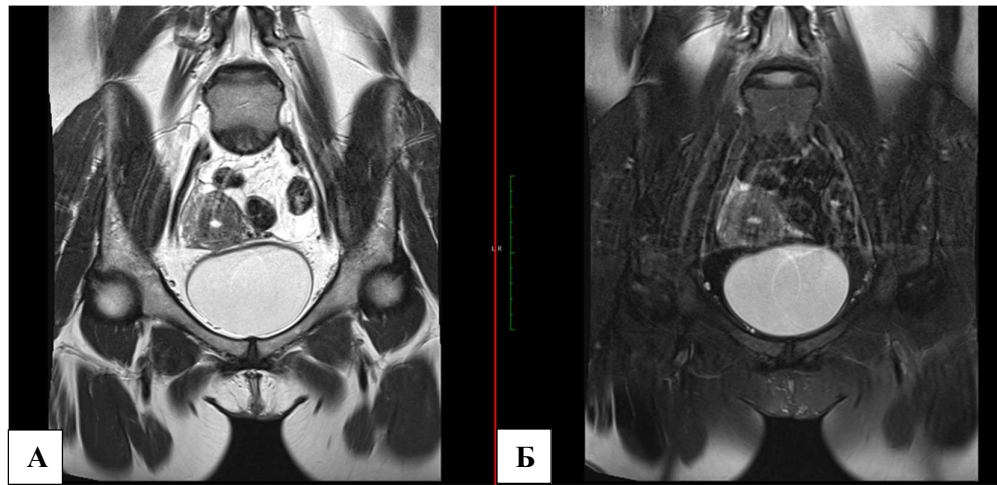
МР-томограммы в корональной плоскости. Артефакты от пульсации общих подвздошных артерий, неоднородное подавление сигнала от жировой ткани.
